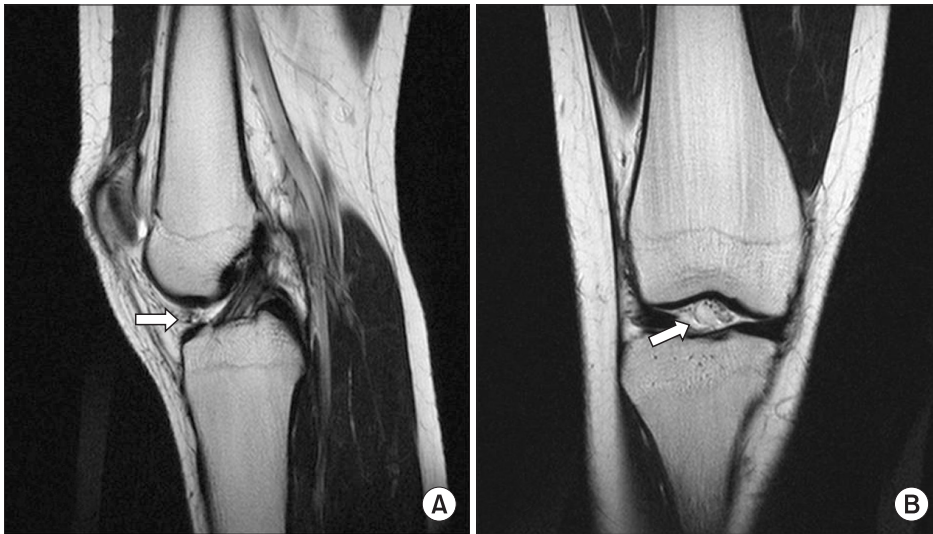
Case 1. Sagittal (A) and coronal (B) T2-weighted MR images show intermediate signal intensity mass anterior to tibial attachment site of anterior cruciate ligament (ACL) and intercondylar notch.
